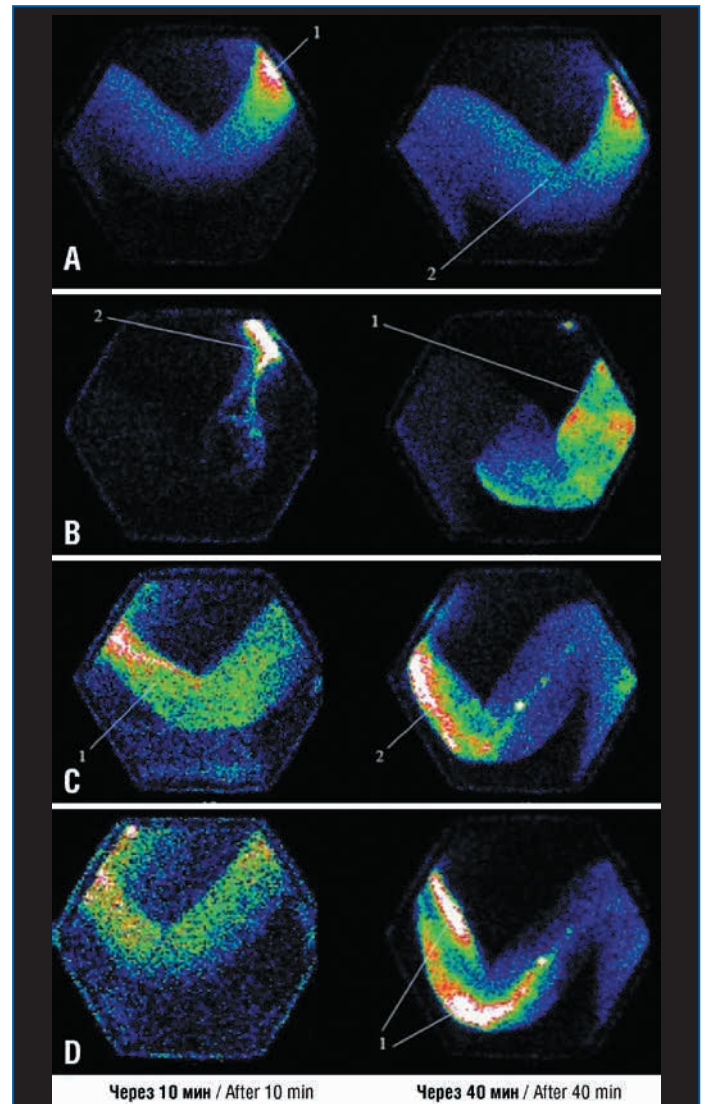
Диффузный тип лимфооттока у больных с ПМОК по данным лимфосцинтиграфии.
